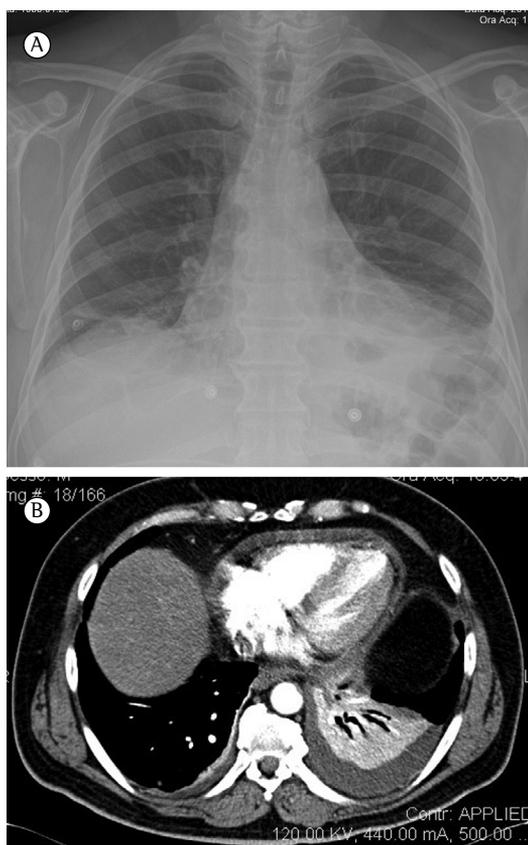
Em A, radiografia de tórax mostrando opacidades pleurais bilaterais e aumento da área cardíaca; em B, TC de tórax mostrando uma opacidade no lobo inferior esquerdo, com derrame pleural bilateral moderado.
